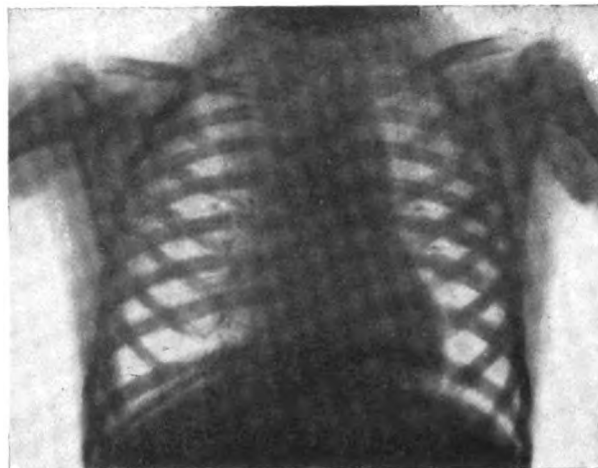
zu Fall 2: 4 Monate nach der dekompress. Thoraxsprengung und wirksam durchgeführter Röntgentiefenbestrahlung.
